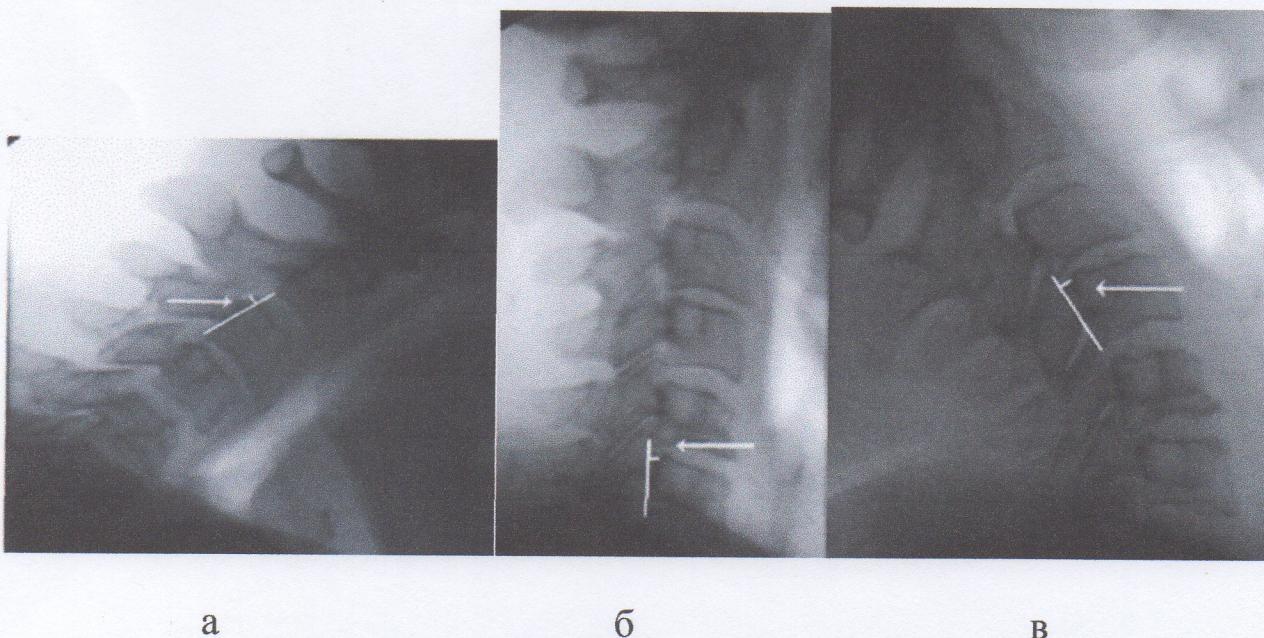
Рентгеноспондилография шейного отдела позвоночника с функциональными пробами пациента П.: а – положение максимального сгибания головы, б – ортостатическое положение, в – положение максимального разгибания головы
